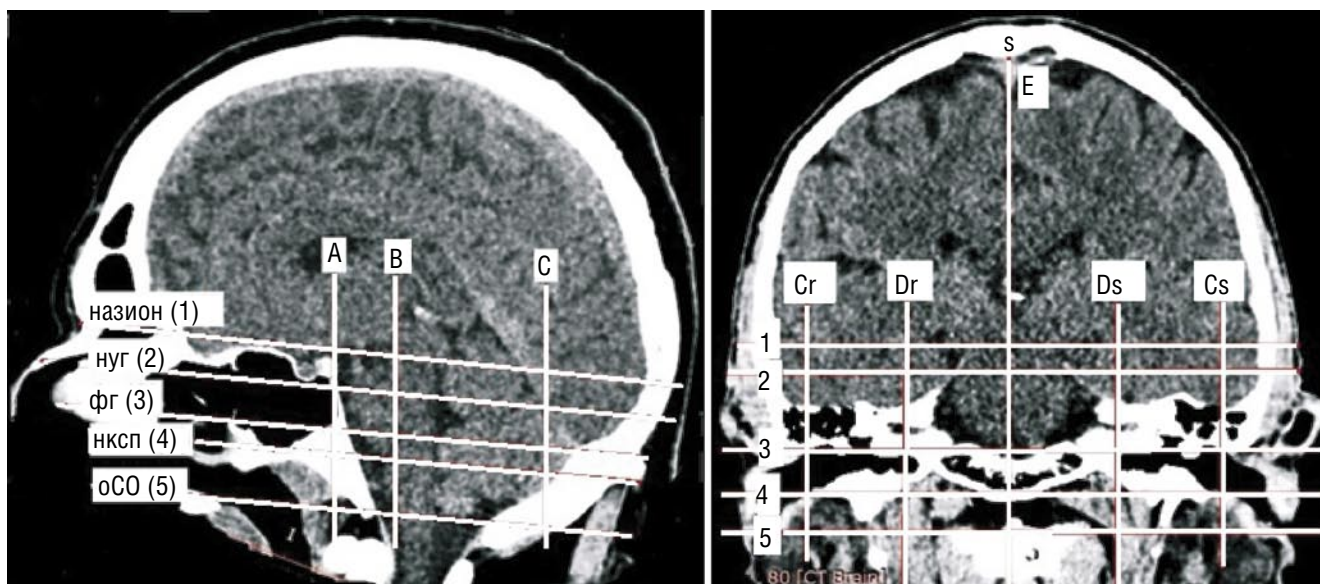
Проекционный анализ компьютерных томограмм при помощи схемы костных ориентиров. Горизонтальные проекционные линии: 1 – от точки «НАЗИОН»; 2 – от наружного угла глаза (НУГ); 3 – франкфуртская горизонталь – от нижнего края глазницы через верхний край наружного слухового прохода; 4 – через нижний край наружного слухового прохода (нксп). 5 – через основания сосцевидных отростков (оСО). Вертикальные проекционные линии: «А» – от угла нижней челюсти; «В» – через верхний и нижний край наружного слухового прохода; «С» – через основание сосцевид
